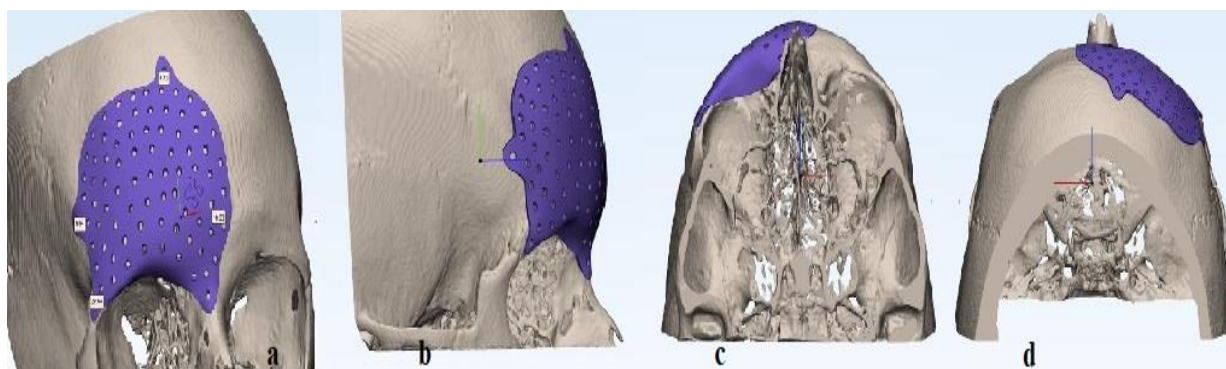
a,b, c,d CT model of the damaged part, 3D model Implant with damaged bone
